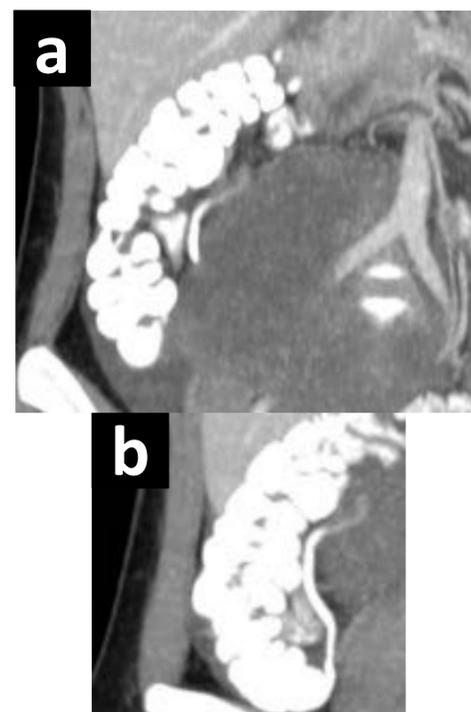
(a y b). Paciente que se realiza TC abdominal con contraste iv. y oral para la valoración de neoplasia ovárica. Se objetiva apéndice vermiforme de 8 cm con trayectoria ascendente y relleno de contraste oral a excepción del tercio distal. Tras cirugía (doble anexectomía, epiplon y apendicectomía), se confirmó carcinoma seroso ovárico con diseminación peritoneal y tumor carcinoide en punta apendicular (comparar con el siguiente caso).
